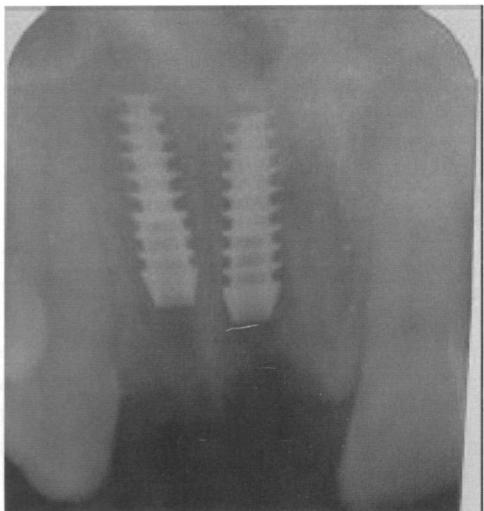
Radiografía de control para la correcta ubicación de los implantes.
